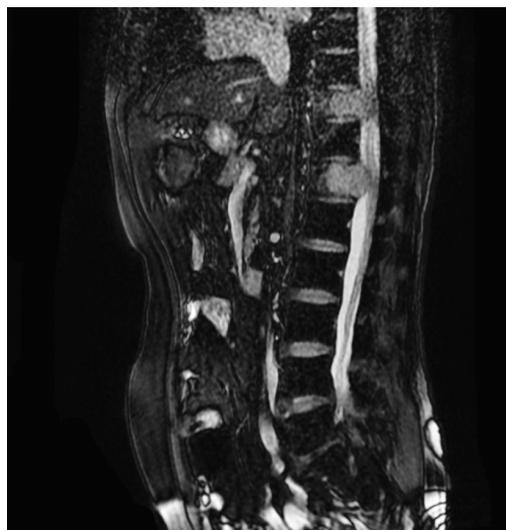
Imagen de resonancia magnética. Compresión del cordón medular en D8 y D10. Vista sagital.
